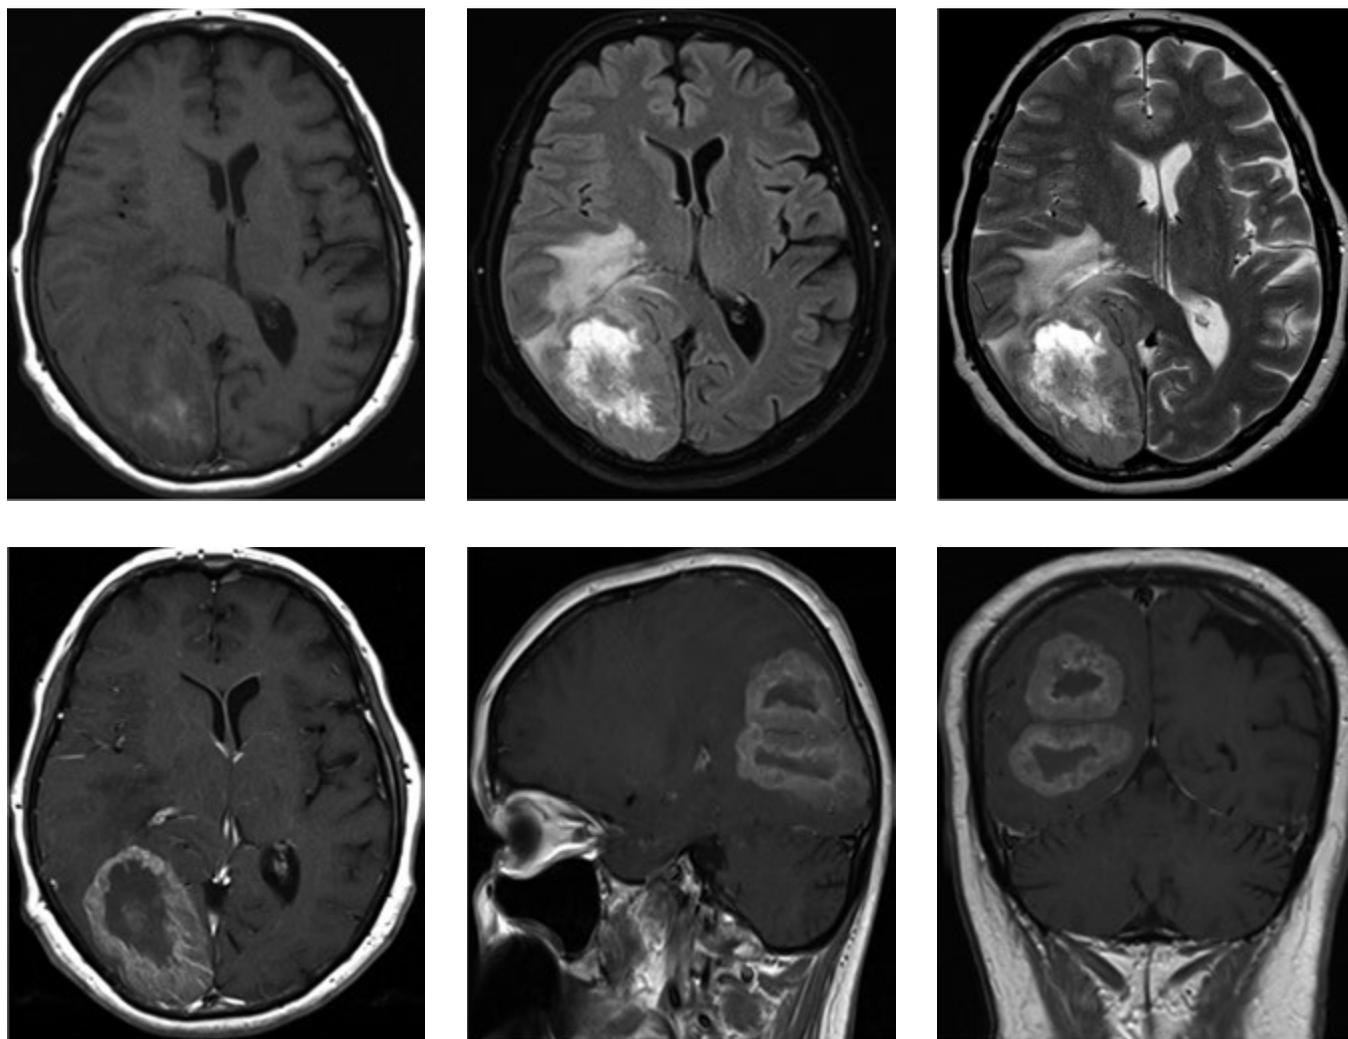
МРТ головного мозга с в/в контрастированием (в режимах T1, T2, FLAIR). В правой затылочной области выявляются 2 опухолевых узла, неравномерно накапливающие контрастный препарат, с выраженным перифокальным отеком
